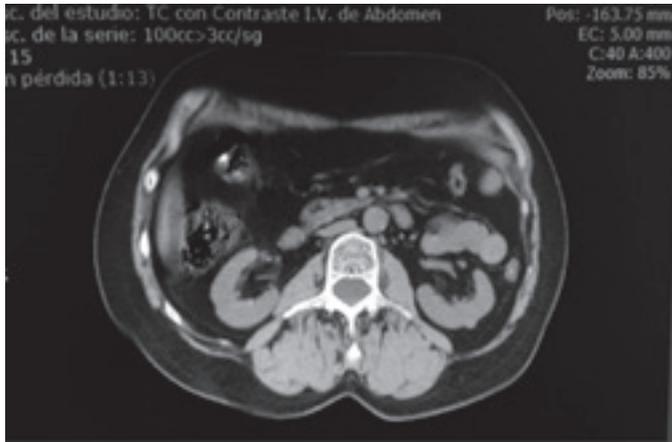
TAC abdomen en el que se aprecia adenoma suprarrenal derecho
